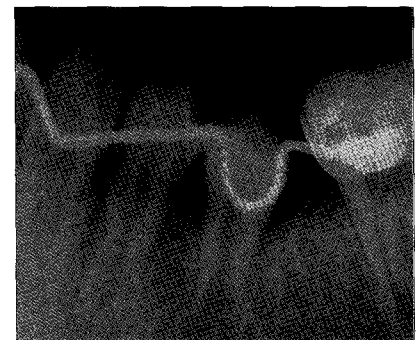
Periapical radiograph after 2 months.
